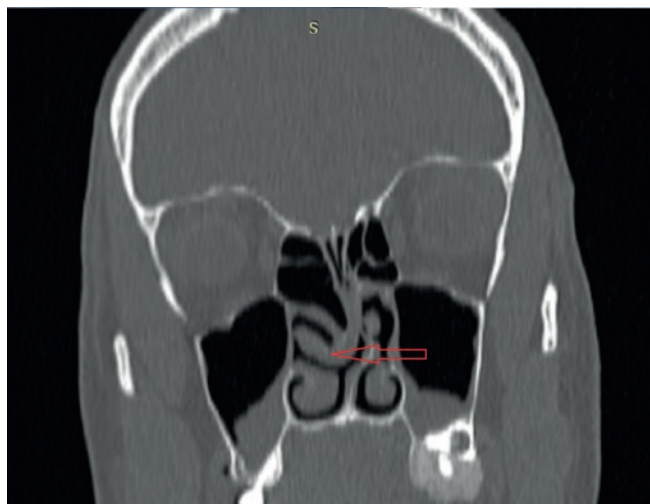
Компьютерная томография околоносовых пазух, коронарная проекция. Стрелкой указана булла правой средней носовой раковины
